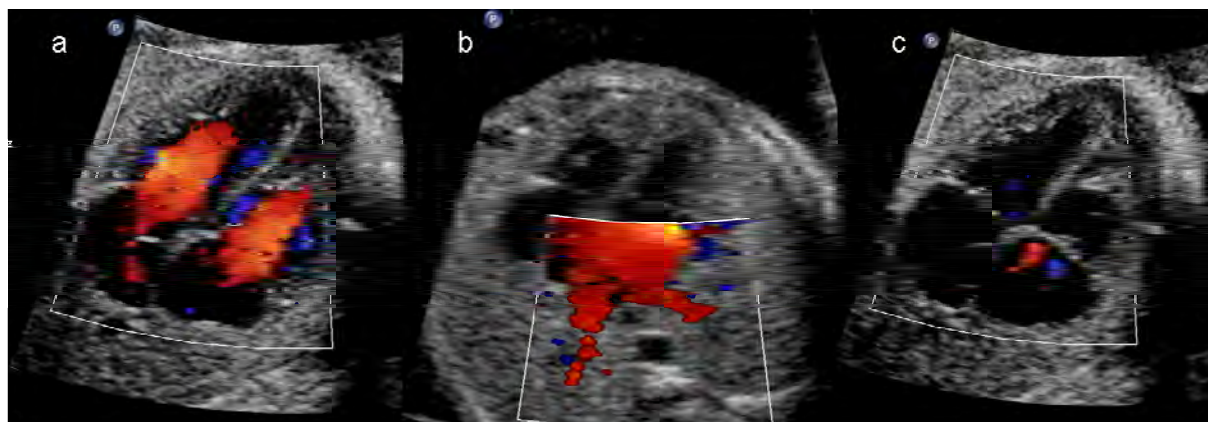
Farbdoppler-Echokardiographie des apikalen Vier-Kammer-Blickes. In der Diastole (a) lässt sich der getrennte Einfluss (rot kodiert) in beide Ventrikel darstellen. Bei niedrigen Pulsrepetitionsfrequenzen (b) kommen zusätzlich die in den linken Vorhof einmündenden Lungenvenen (rot kodiert) zur Darstellung. In der Systole (c) lässt sich kein Fluss über die Atrioventrikular-Klappen darstellen. (aus 5)
